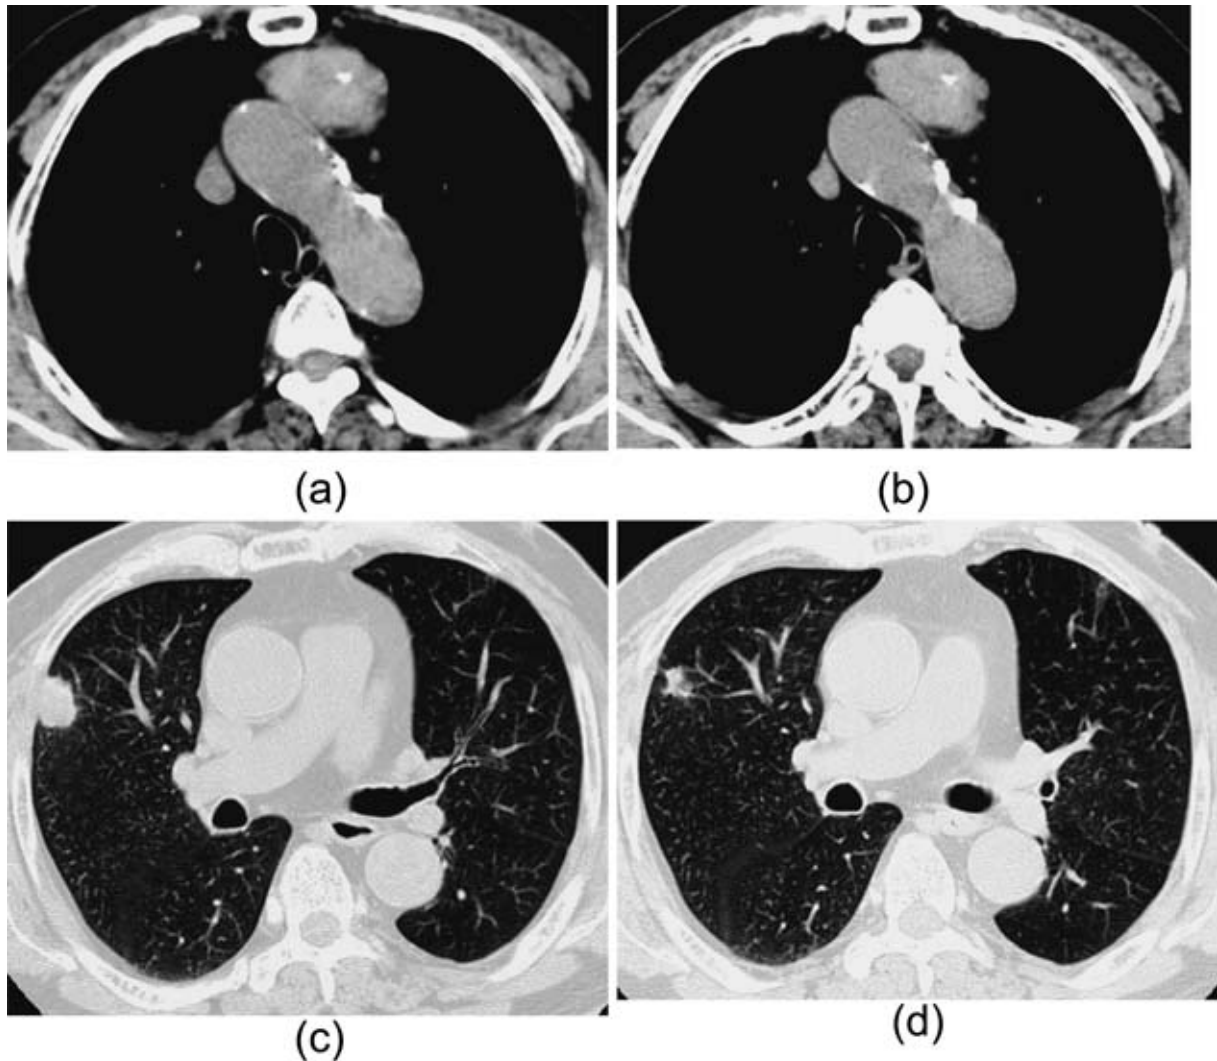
No change in size of thymic squamous cell carcinoma is found on chest CT before (a) and after (b) chemotherapy. Partial response of pulmonary squamous cell carcinoma is found on chest CT before (c) and after (d) chemotherapy.
